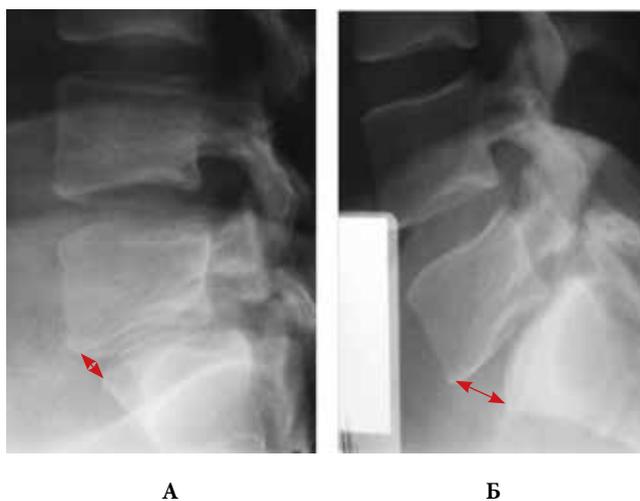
Функциональные рентгенограммы (нестабильный истмический спондилолистез): а – сгибание, б – разгибание (стрелками указана патологическая подвижность в позвоночно-двигательном сегменте)
